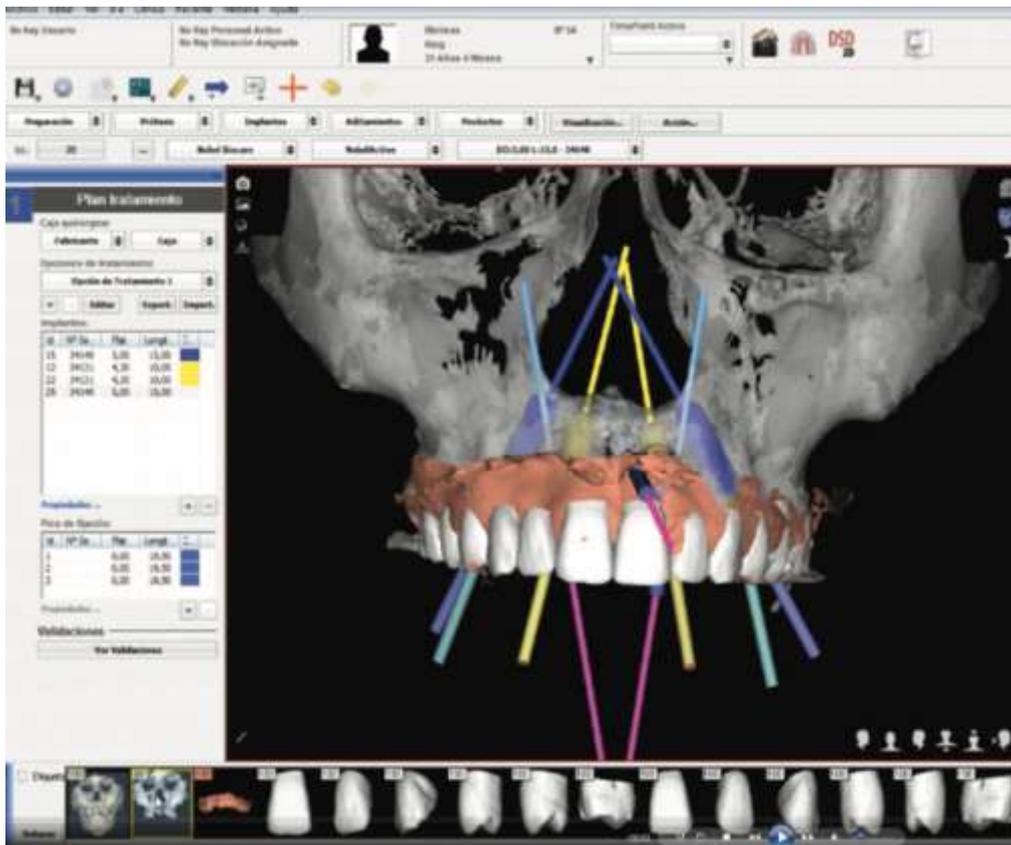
Combinaison du CBCT et du fichier STL issu du logiciel de conception du sourire permettant la planification implantaire (logiciel NemoDSD). (Source : Yassmin, 2016)
